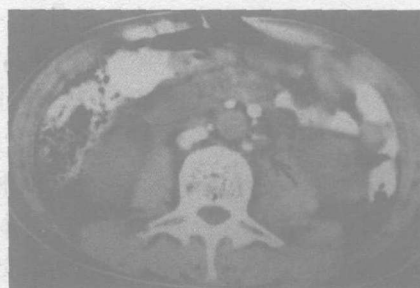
同上例经淋巴管生物化疗 1 个月后 CT 片复查对比淋巴结明显缩小,内有碘油存留(箭头)
